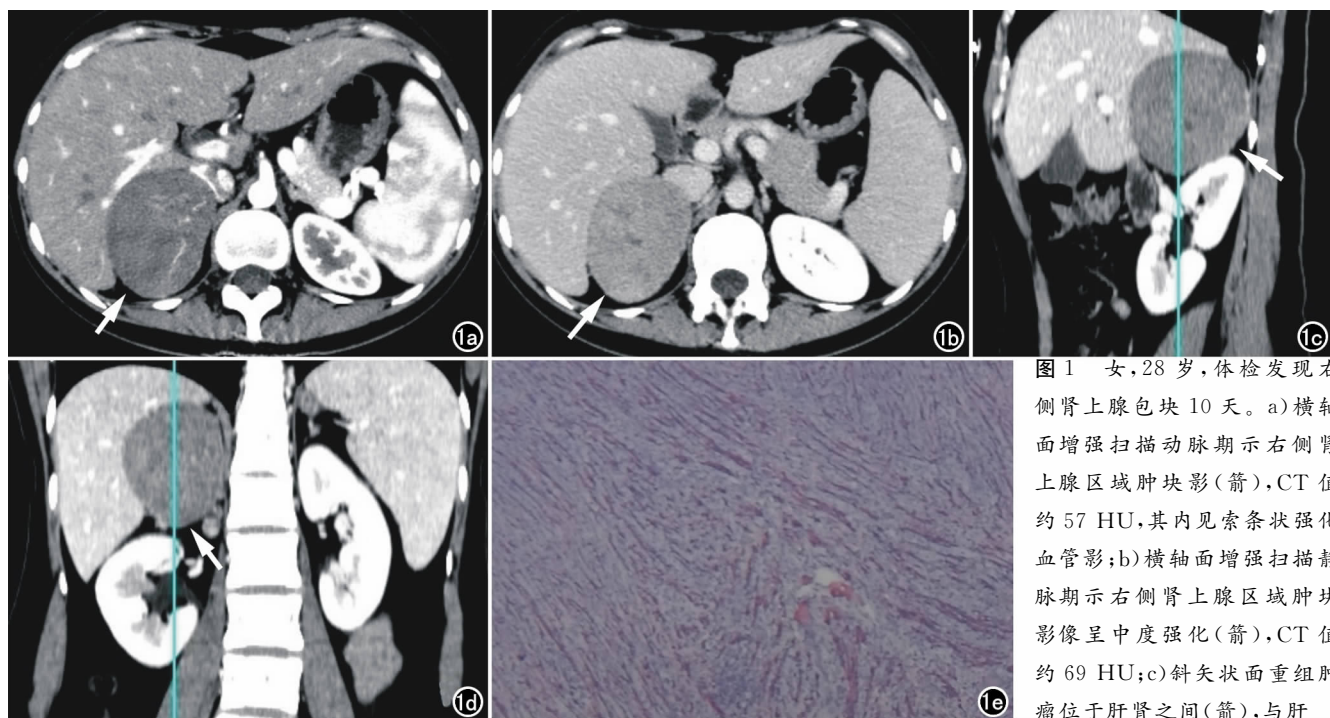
女,28 岁,体检发现右侧肾上腺包块 10 天。a)横轴面增强扫描动脉期示右侧肾上腺区域肿块影(箭),CT 值约 57 HU,其内见索条状强化血管影;b)横轴面增强扫描静脉期示右侧肾上腺区域肿块影像呈中度强化(箭),CT 值约 69 HU;c)斜矢状面重组肿瘤位于肝肾之间(箭),与肝
